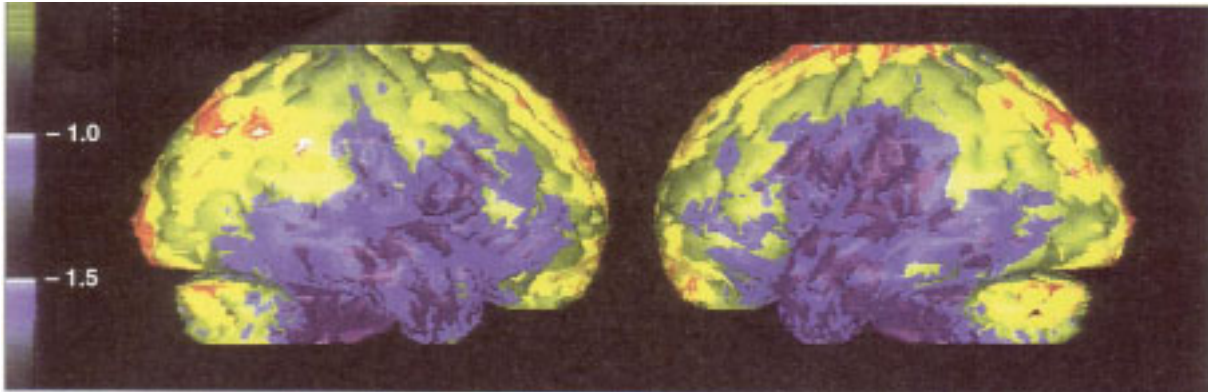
Dreidimensionale rechte und linke laterale Ansicht eines SPECT-Gehirnscans. Das Ergebnis des Patienten wurde auf etwa 30 normale Kontrollen aufgelagert. Blaue und violette Bereiche dokumentieren einen erniedrigten Blutfluß und daher eine verminderte Sauerstoffversorgung im Vergleich mit den Kontrollen nach einer neurotoxischen Exposition (aus Heuser, 1999, p. 13)
